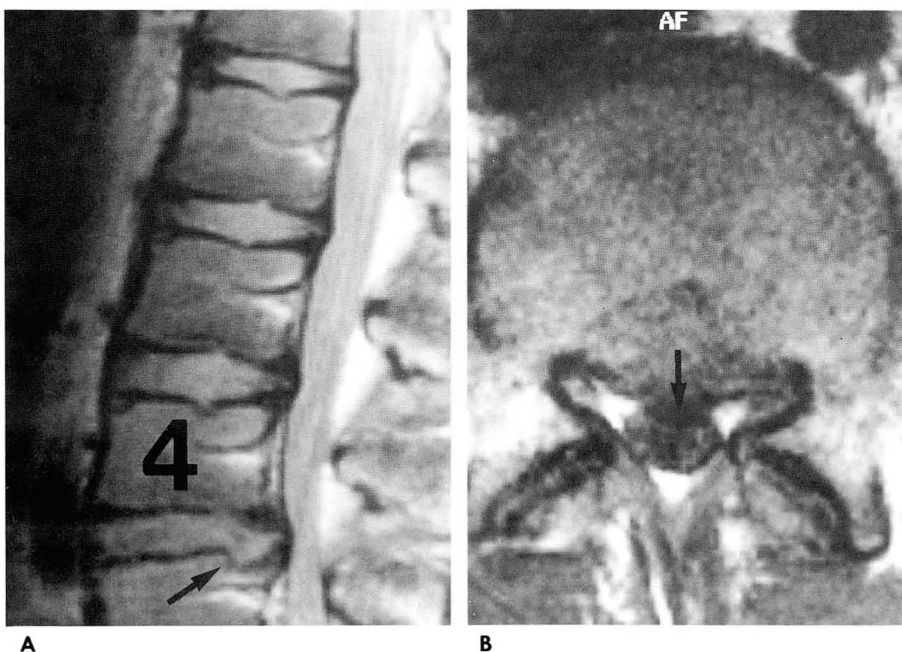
Proton-density weighted sagittal (A) and T1-weighted axial images (B) of the lumbar spine in 16-year-old male patient.
